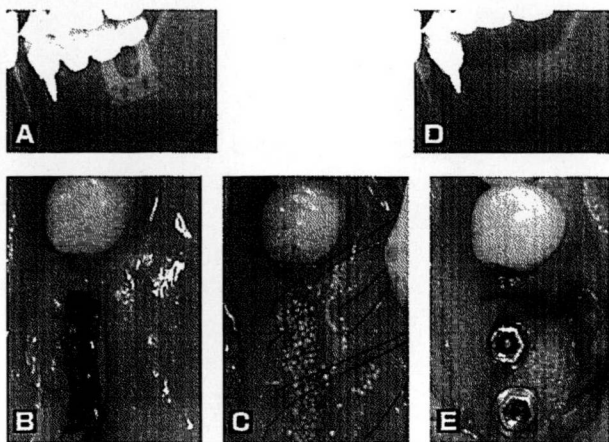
コレステロール合成阻害薬であるシンバスタチンと、吸収性骨補填材である alpha-TCP を組み合わせた材料の臨床試験。動揺が見られたブレードインプラントのX線写真 (A)。ブレードインプラント除去直後の骨欠損 (B) と骨欠損部への新規骨補填材の填入 (C)。新規骨補填材を適用して3ヶ月後のX線写真 (D)。骨補填材適用4ヶ月後のインプラント再埋入時における骨欠損部の治癒状況 (E)。骨欠損部は固い骨に覆われおり、インプラントの初期固定は良好であった。
